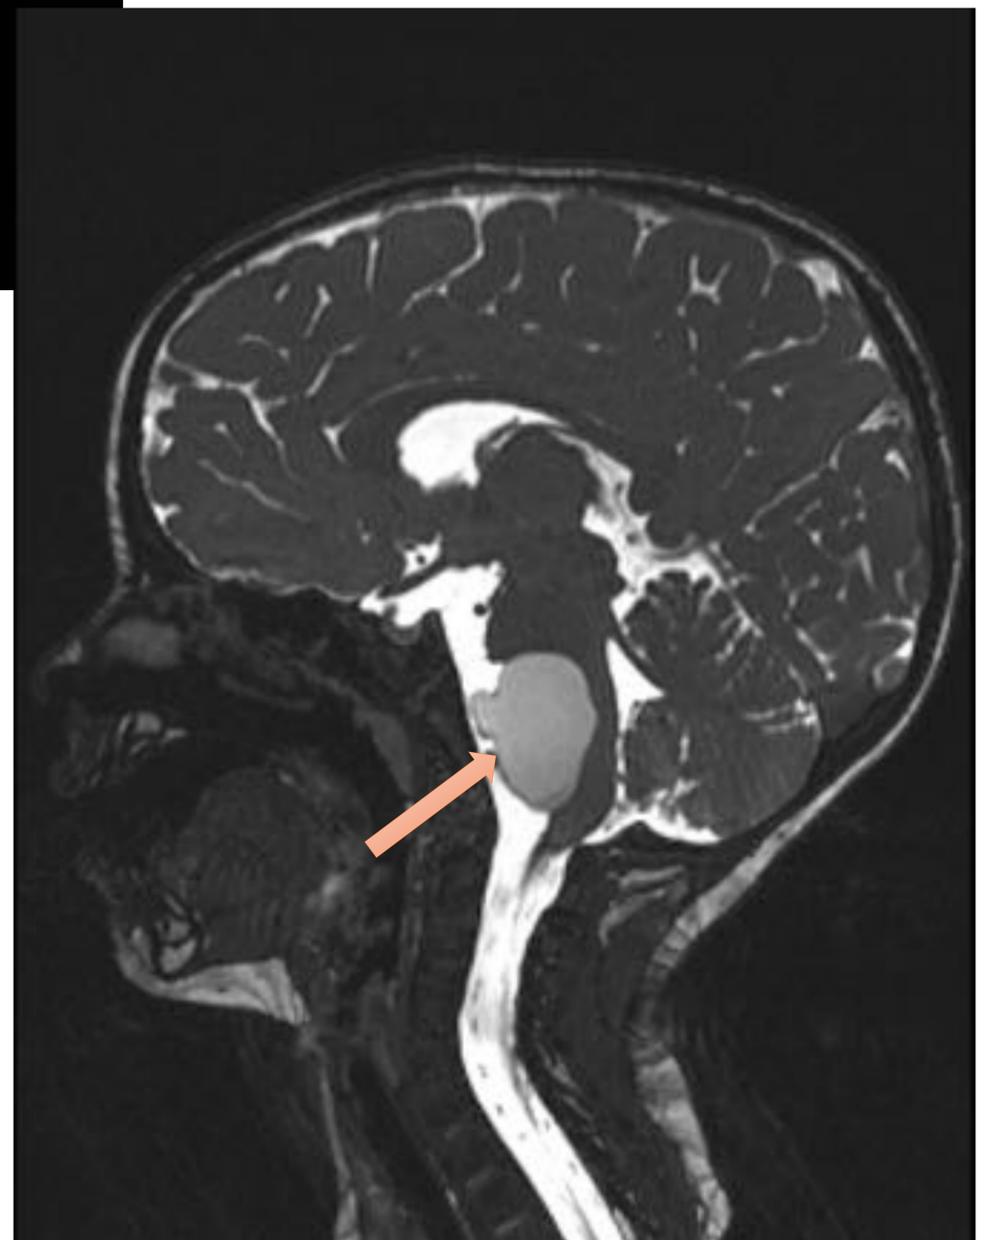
Imagen de resonancia magnética. Secuencia CISS en plano sagital. Masa polilobulada ocupando cisterna bulbar.
